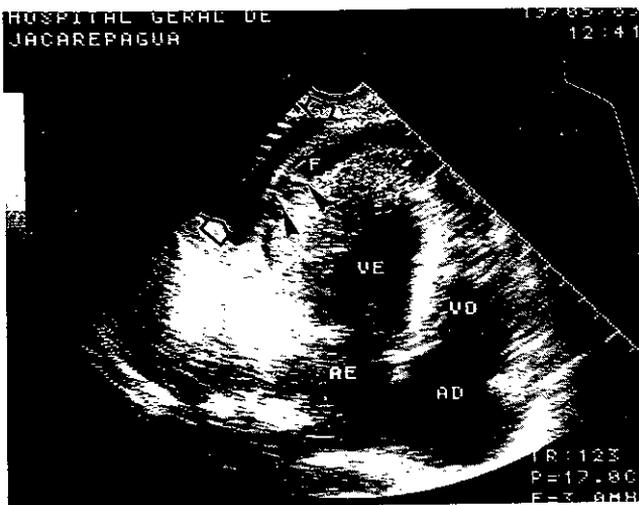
JR (paciente 7/punção 7) ecocardiograma bidimensional (corte apical 4 câmaras) demonstrando a presença de derrame pericárdico de grau moderado e a presença de filamentos de fibrina (F) facilmente visualizados. Observar concomitância de derrame pleural.
